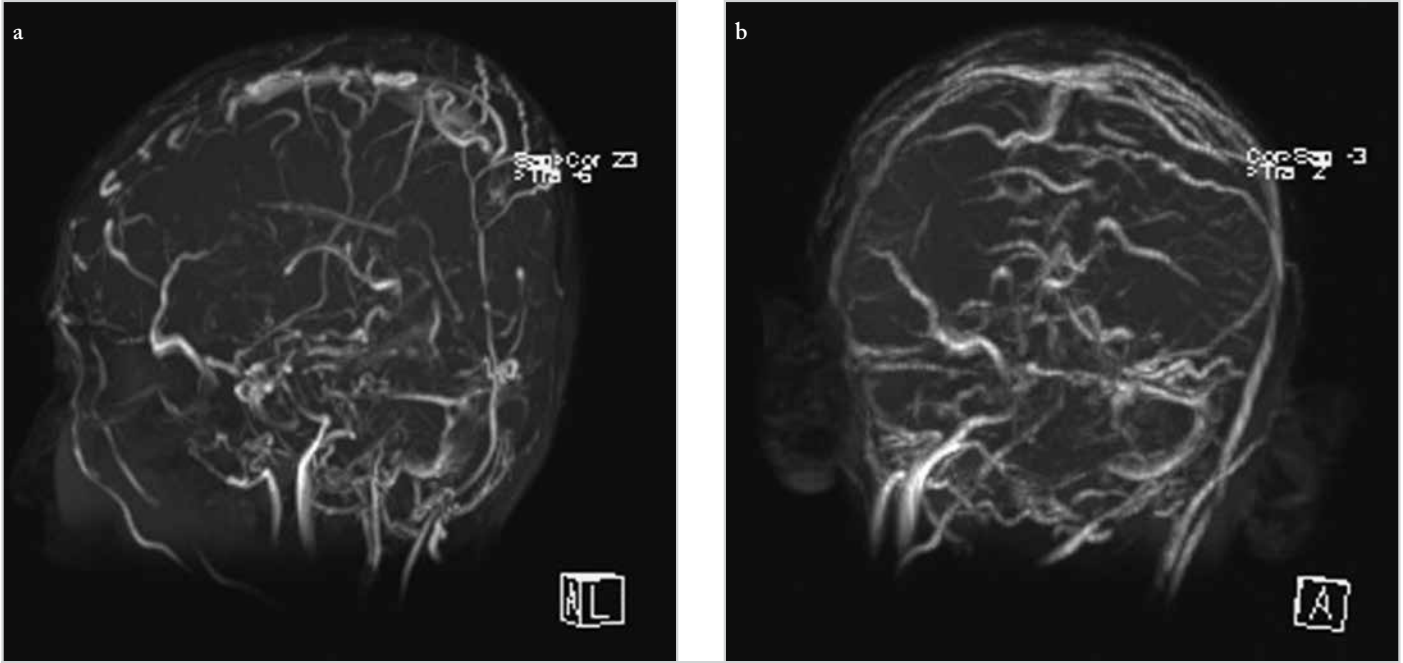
Manyetik rezonans (MRG) venografi; sol, sigmoid sinüs, lateral ve transvers sinüs ile, ekstrakranial düzeyde juguler vende tromboza bağlı akım azalması izlenmektedir
